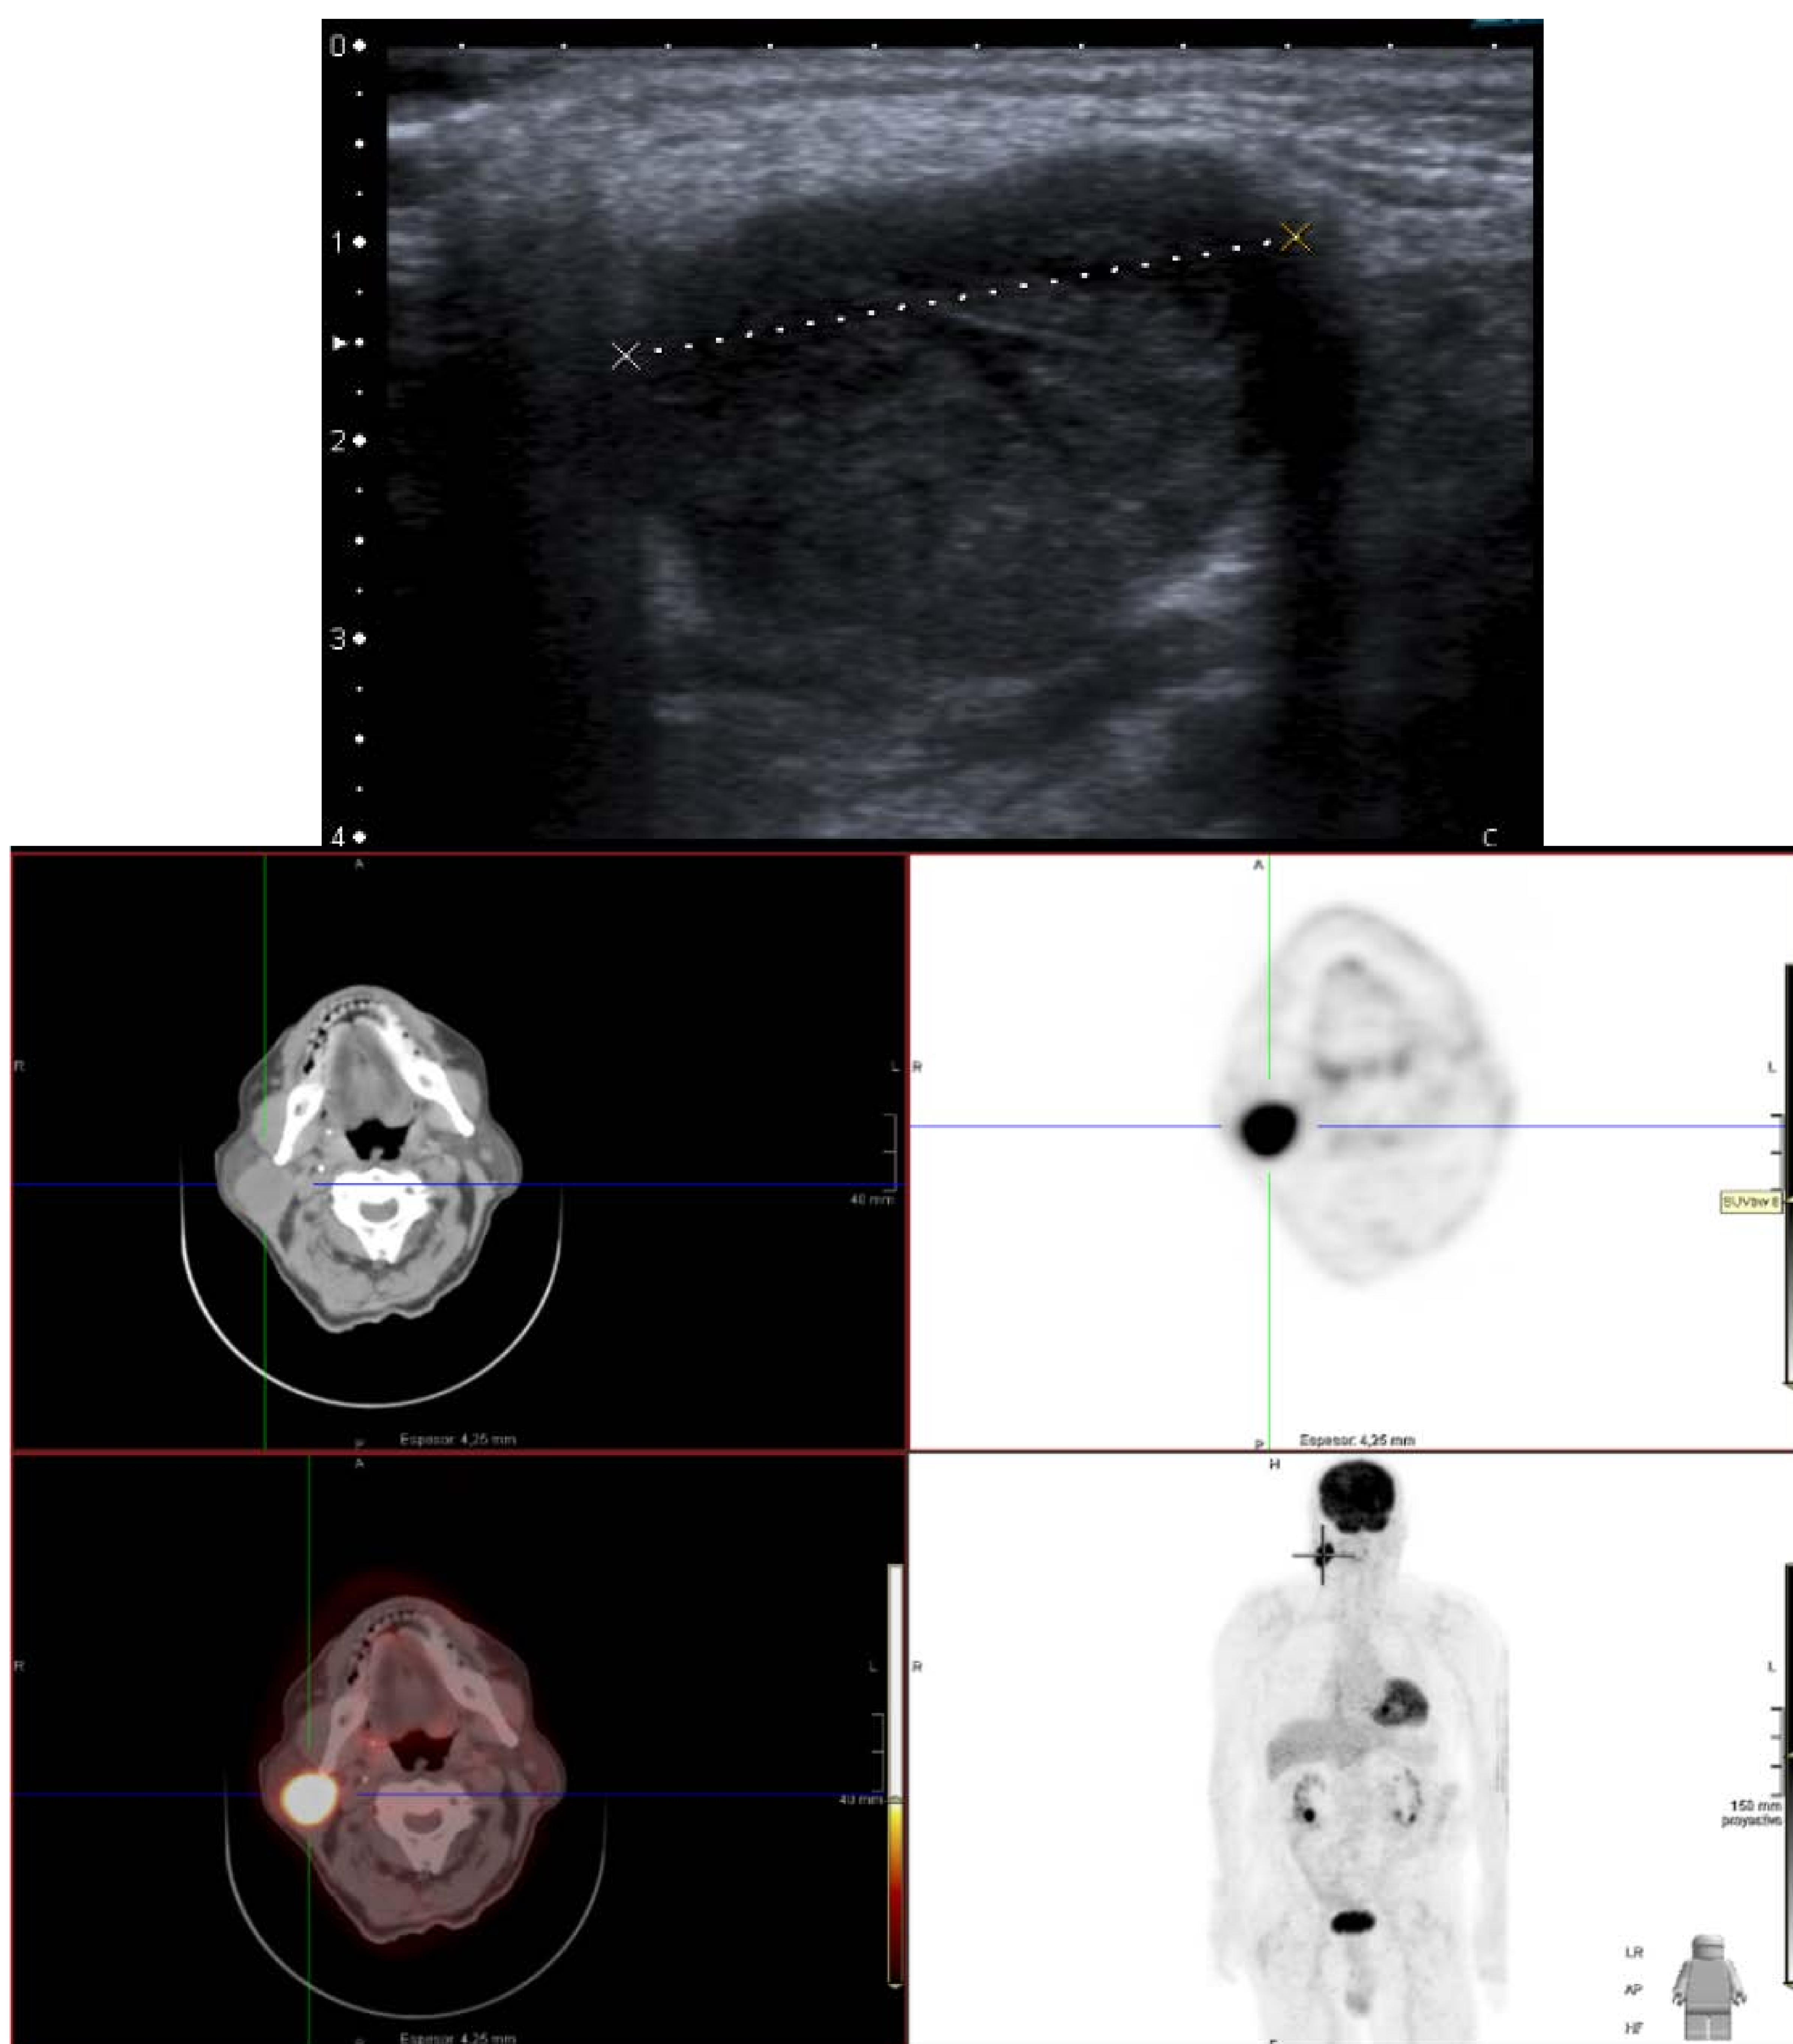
Estudio ^{18}F -FDG PET/TC de cuerpo completo. Imágenes axiales de TC, PET y de fusión PET/TC Nódulo hipercaptante en parótida derecha. Ecográficamente nódulo sólido hipoecogénico.
